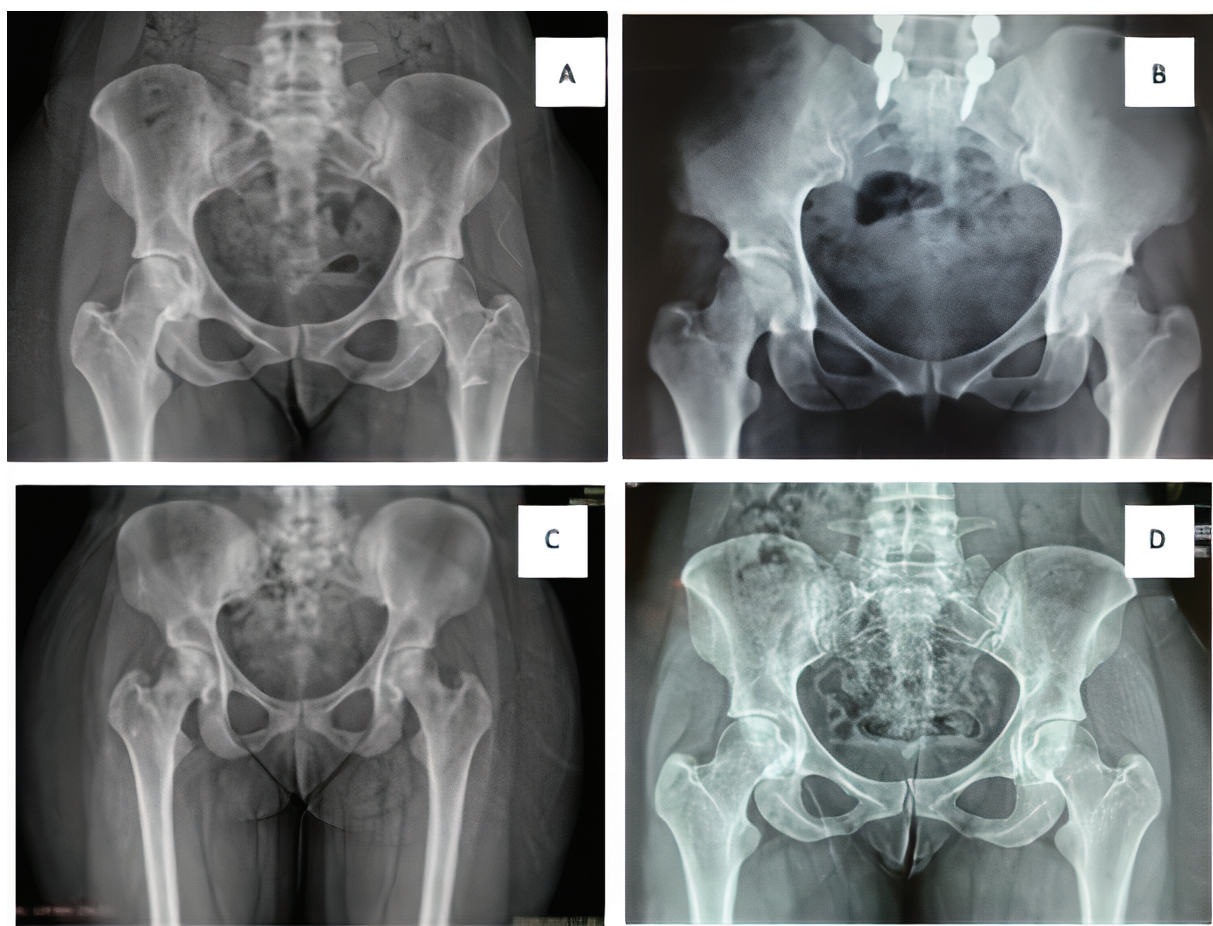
Radiografias pré-operatórias das pacientes 1 (A), 2 (B), 3 (C) e 4 (D).
